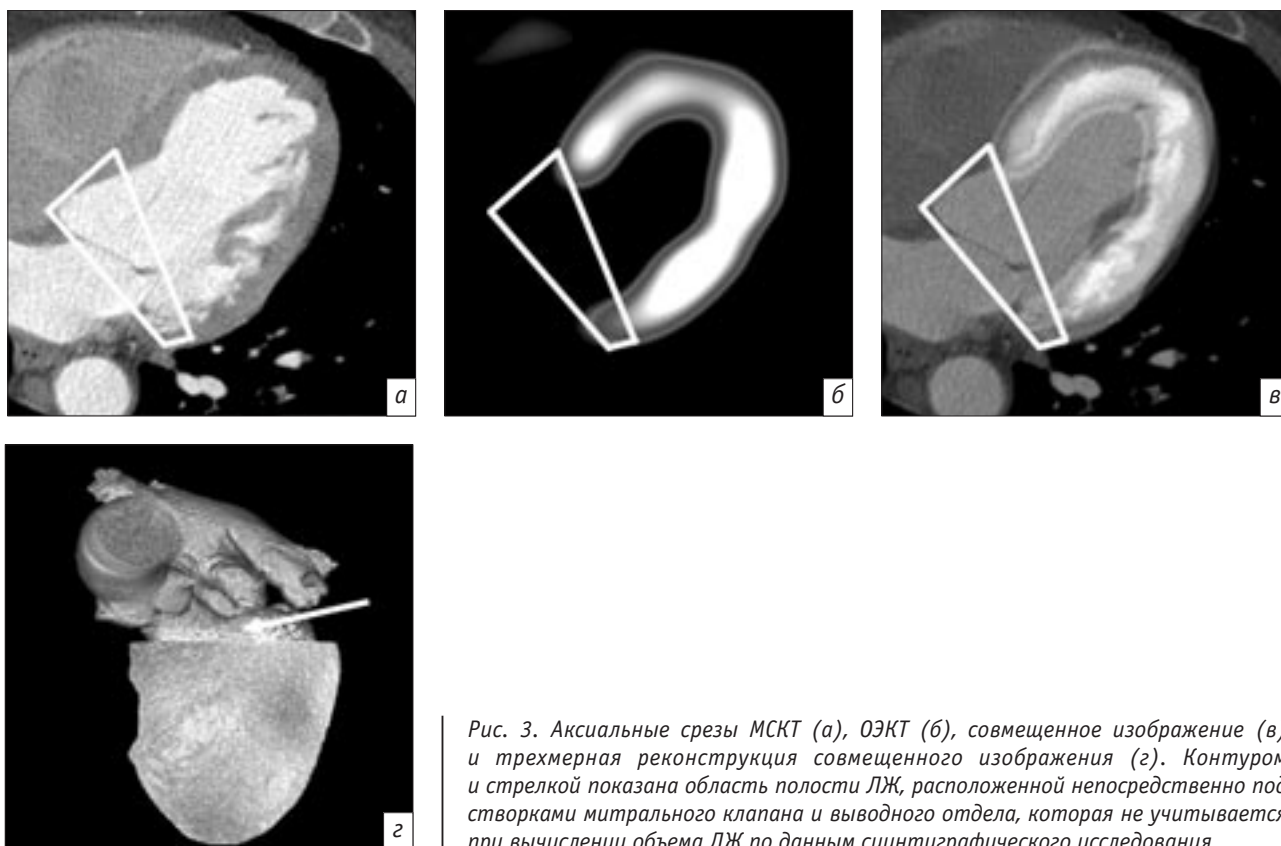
Аксиальные срезы МСКТ (а), ОЭКТ (б), совмещенное изображение (в) и трехмерная реконструкция совмещенного изображения (г). Контуром и стрелкой показана область полости ЛЖ, расположенной непосредственно под створками митрального клапана и выводного отдела, которая не учитывается при вычислении объема ЛЖ по данным сцинтиграфического исследования
